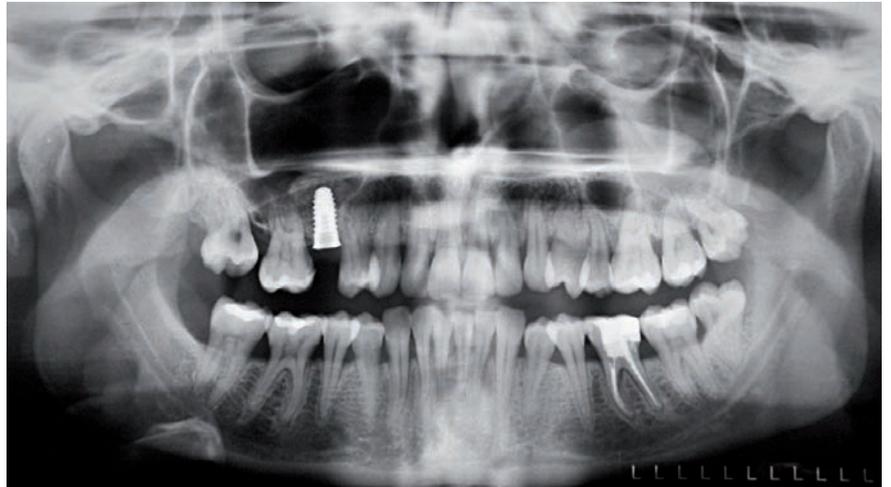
Ortopantomografía postoperatoria donde se observa el implante en posición rodeado del biomaterial que rellena la cavidad sinusal
